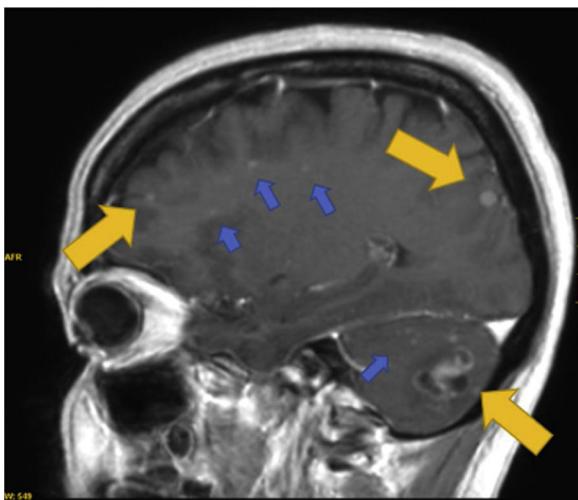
Imagen de resonancia magnética cerebral (previamente descrita): en reconstrucción sagital de secuencia T1-3D con administración de contraste, se aprecia una lesión cerebelosa multinodular captante de contraste en anillo, sumado a lesiones puntiformes de variados tamaños, las más evidentes en lóbulos occipital y frontal; con otras múltiples de menor tamaño a nivel frontoparietal. Se aprecian, por lo tanto, lesiones a nivel supra (teniendo todas las lesiones captación homogénea) e infratentorial. Estos hallazgos son compatibles con metástasis multifocal en sistema nervioso central (SNC).
